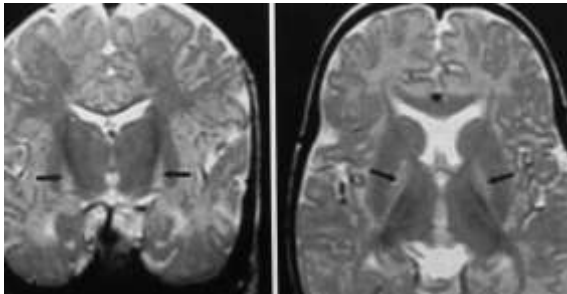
Images D'IRM cérébrale chez un nouveau-né atteint
